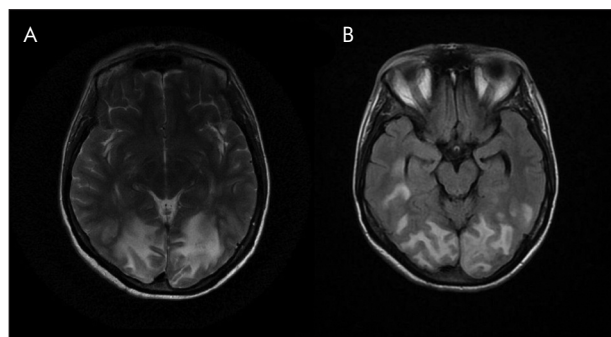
Cranial magnetic resonance imaging (MRI) axial T2-weighted sequences (A) and fluid-attenuated inversion recovery (FLAIR) images (B) showing bilateral symmetric hyperintensities in the parieto occipital regions
